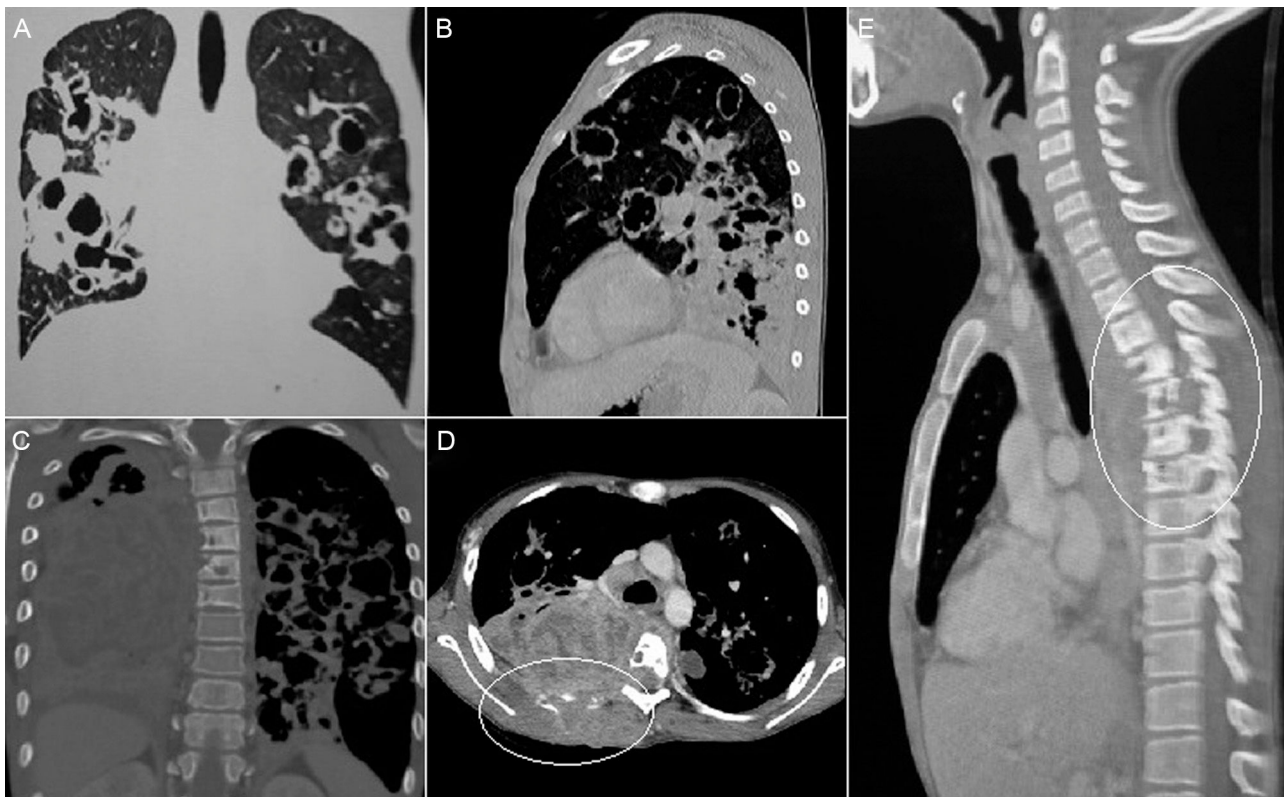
Tomografía computarizada de tórax: A y B) Se observan formaciones nodulares cavitadas en ambos campos pulmonares. A) Corte coronal. B) Corte sagital. C) Se observa lesión voluminosa en el parénquima pulmonar derecho. Corte coronal. D) Compromiso del arco posterior costal (círculo). Corte axial. E) Compromiso de vértebras dorsales (círculo). Corte sagital.
